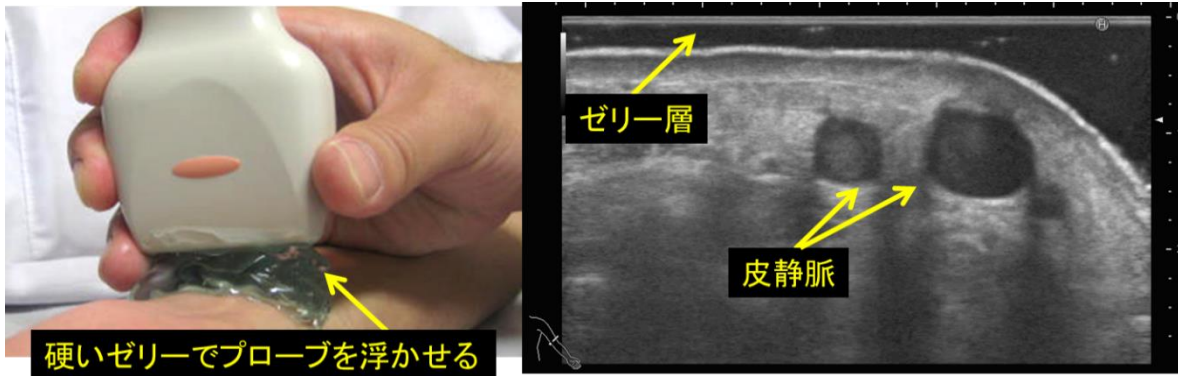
硬度の高いゼリーによるプローブ走査例と超音波像
